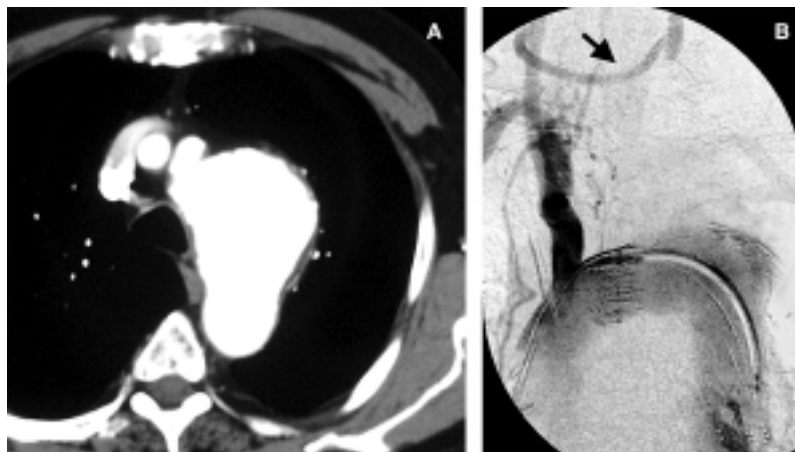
A: scansione tomografica assiale che evidenzia aneurisma dell'arco aortico con coinvolgimento dell'arteria carotide comune e dell'arteria succlavia sinistra. B: angiografia postoperatoria che evidenzia corretto posizionamento dell'endoprotesi e completa esclusione dell'aneurisma. Si evidenzia, inoltre, il bypass carotido-carotideo (freccia).
